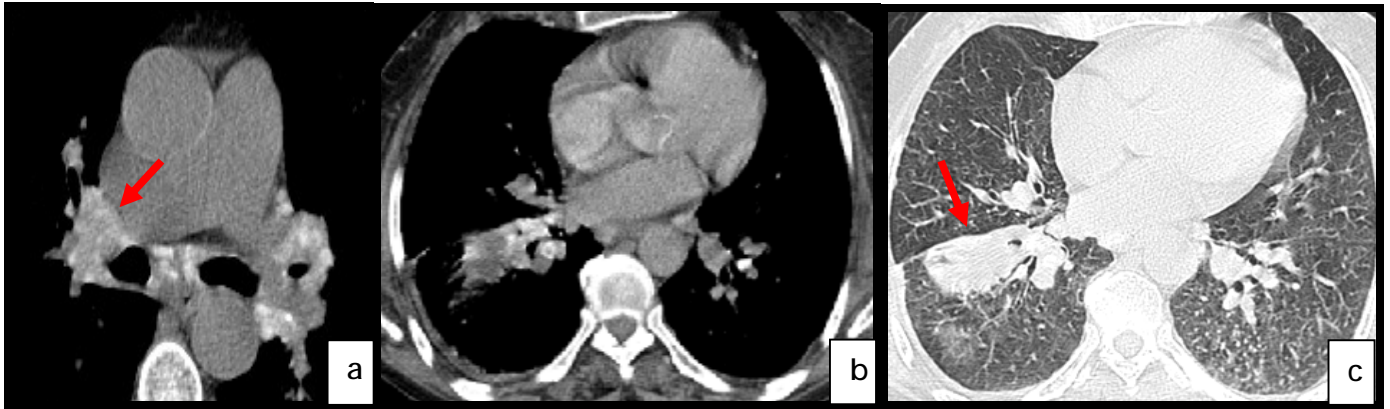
(cas N°9) : TDM thoracique en coupes axiales, fenêtre médiastinale (a,b) et parenchymateuse (c) :
